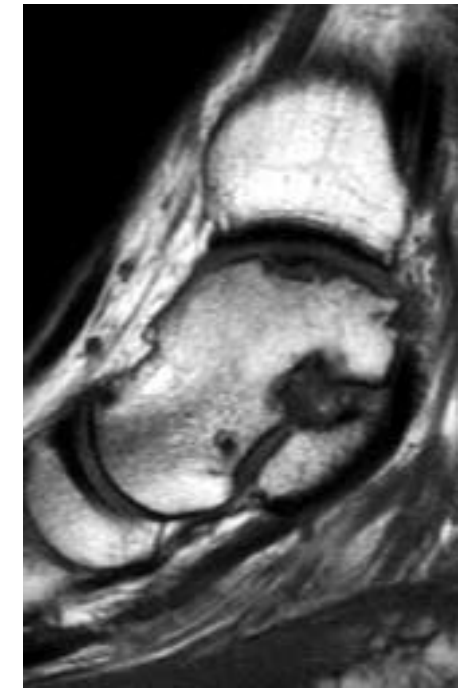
LOC estadio III en la cúpula astragalina medial. Imagen sagital potenciada en T1. El estudio RM muestra un fragmento inestable y desvitalizado (hipointenso en todas las secuencias de pulso).
